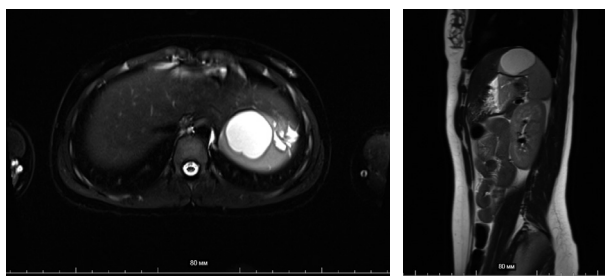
МРТ картина селезенки при втором поступлении
